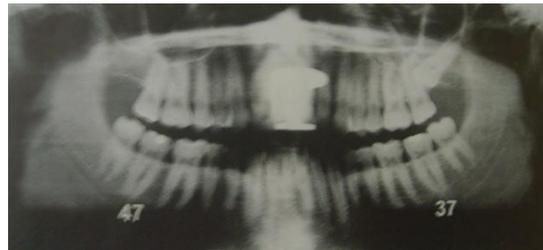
Radiografía panorámica que muestra abrasión de los dientes No. 37 y 47.³⁵
